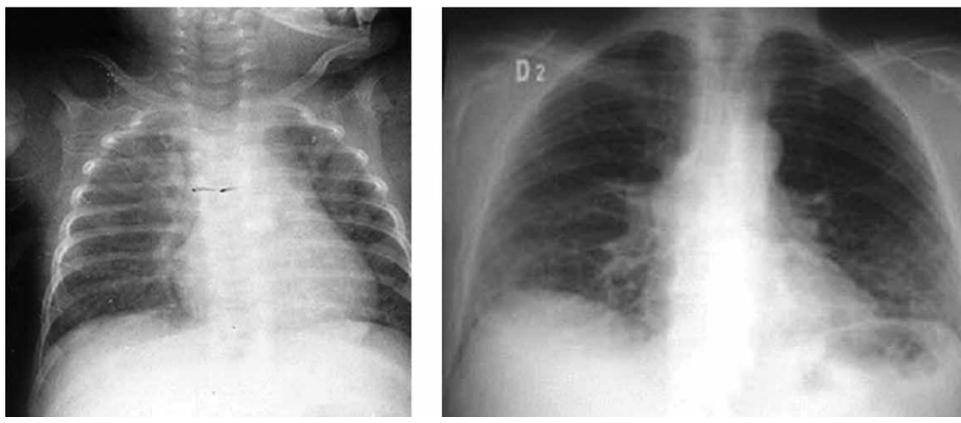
Duas radiografias mostrando pneumonia intersticial. Na radiografia da esquerda um aspecto difuso e na radiografia da direita um infiltrado predominando em bases.
